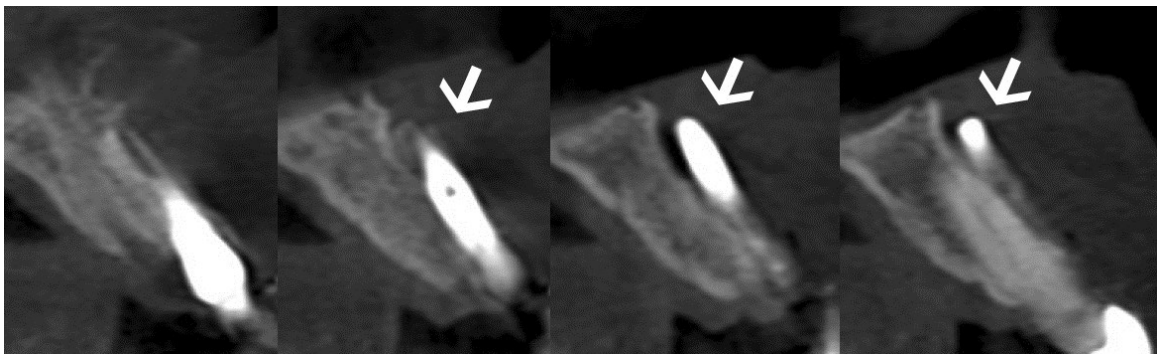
e 2B Radiografia periapical demonstrando aparente normalidade do implante correspondente ao elemento 22. Com a tomografia Computadorizada observamos a interrupção da cortical óssea vestibular com a exposição do implante
